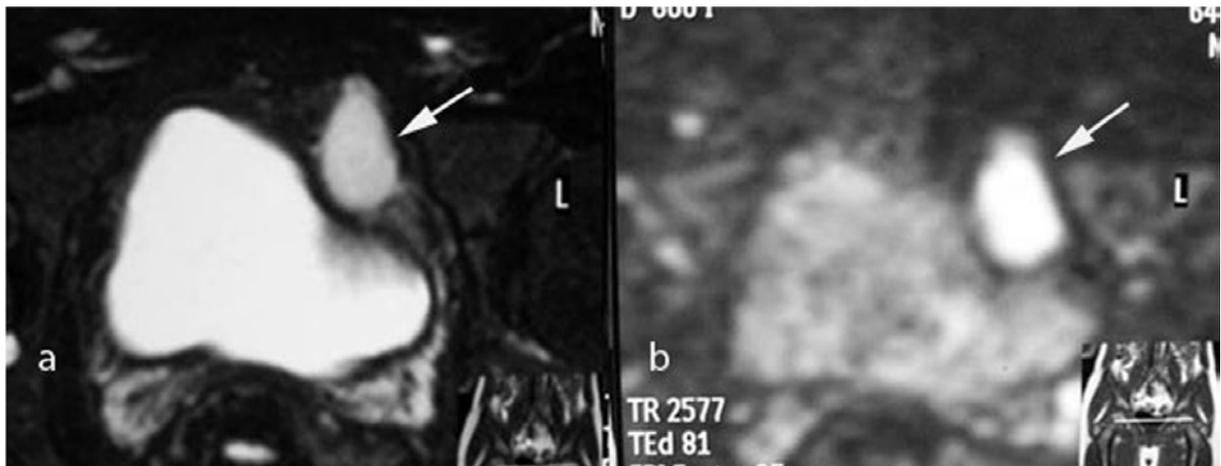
(a) : Graisse Axial supprimée en séquence T2 d'IRM de diffusion. (b) : IRM de diffusion, coupe axiale, obtenue à la valeur ab de 800, montrant l'hyper-intensité gauche intra-abdominale basse, correspondant à un testicule gauche (flèche)
